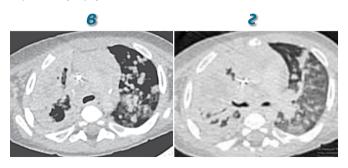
Пациент Е., КТ органов грудной клетки в корональной (а, б) и аксиальной (в, г) проекциях при поступлении в МНПЦ борьбы с туберкулезом; пояснения — в тексте
